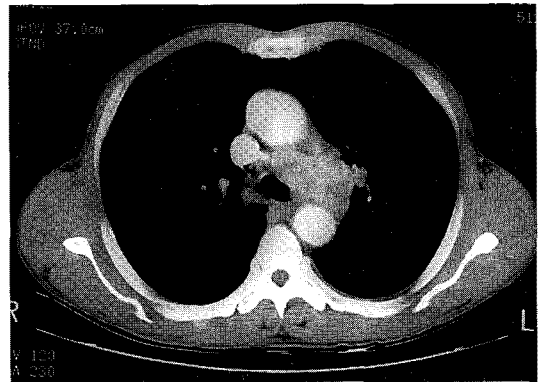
Chest CT scan shows multiple conglomerated lymphadenopathies in aortopulmonary window.
